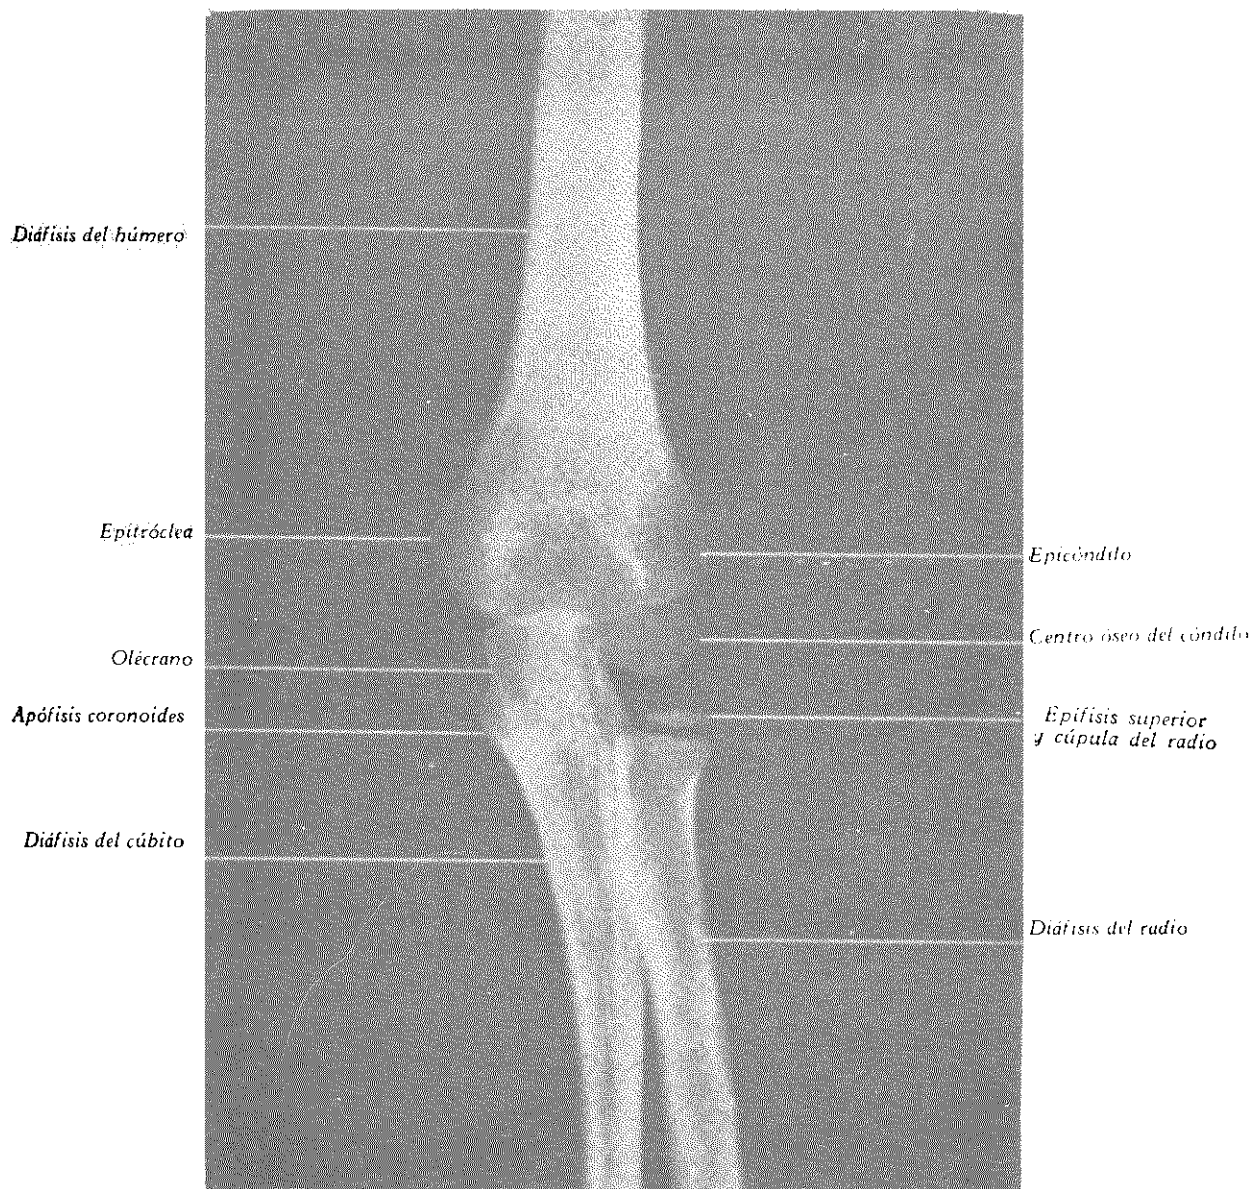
RADIOGRAFÍA POSTERIOR DE CODO EN NIÑO DE 5 AÑOS.
